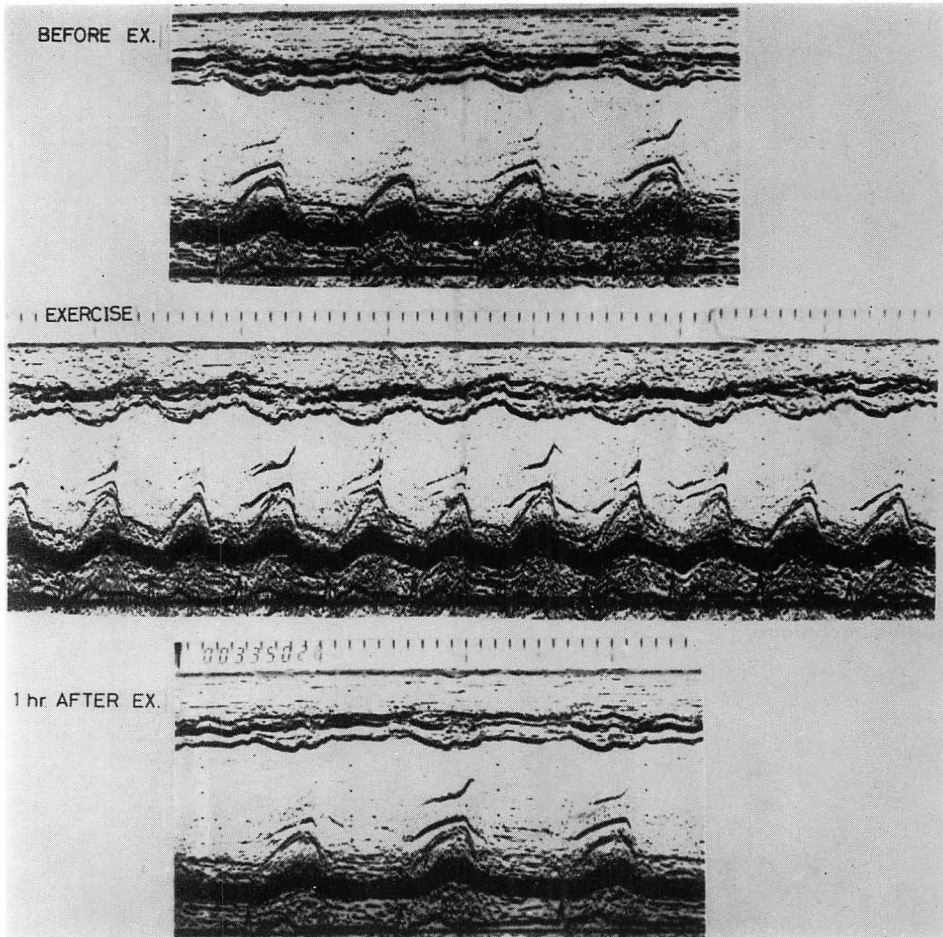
Echocardiograms during supine bicycle exercise (50 watt×6 minutes) in a representative subject.
